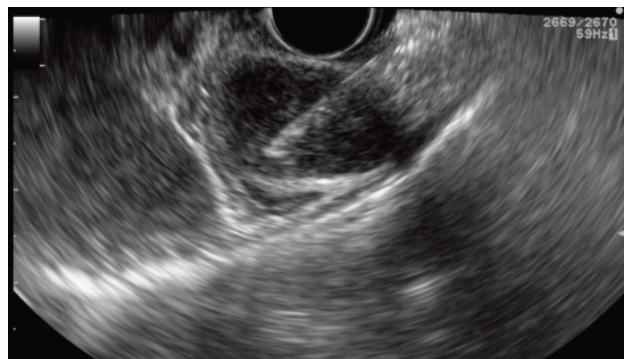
Ultrasonografía endoscópica; toma de biopsia mediante punción aspiración con aguja fina de una de las lesiones gástricas.
